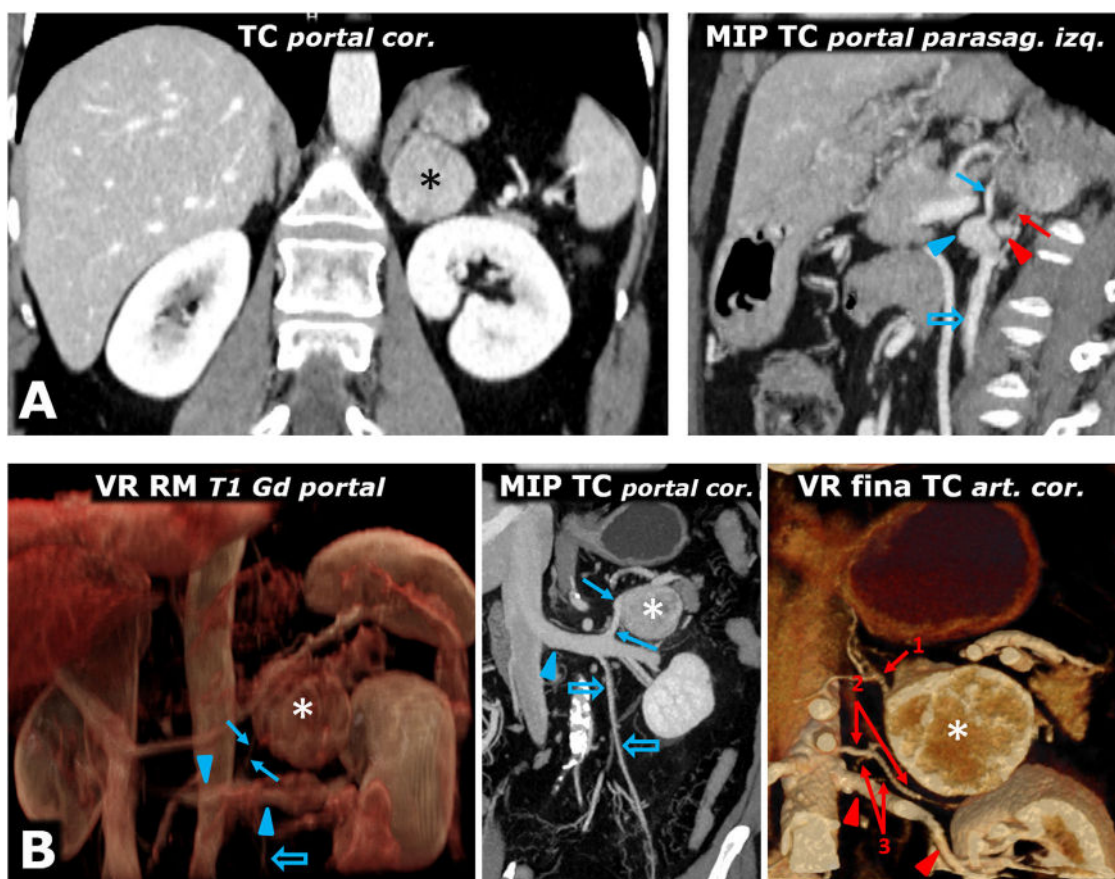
Ayuda en la planificación quirúrgica. A) Mujer de 57 años. Hallazgo incidental en ecografía (no mostrada) por hematuria de masa adrenal izquierda sólida (*) bien delimitada de 38 mm en la adrenal izquierda, con realce intenso y lavado tardío similar al del adenoma (no mostrado). El estudio de catecolaminas fue patológico, decidiéndose intervención. Poco antes de la cirugía laparoscópica se revisa con los cirujanos la anatomía vascular, localizando las arterias adrenales superior (casi siempre rama de la frénica inferior), media (normalmente rama directa de la aorta) e inferior (flecha roja; en general rama de arteria renal ipsilateral), así como la vena adrenal (flecha azul; normalmente única y afluente de la vena renal en el lado izquierdo y de la cava inferior en el derecho) y todos los detalles anatómicos pertinentes. Cabeza de flecha roja: arteria renal izquierda. Cabeza de flecha azul: vena renal izquierda. Flecha hueca azul: vena ovárica izquierda. Se realizó resección laparoscópica sin incidencias. El tumor tenía criterios histológicos de agresividad (puntuación de 6 en la escala PASS). B) Varón de 73 años con HTA grado II. La reconstrucción volumétrica de la RM muestra las relaciones entre el feocromocitoma adrenal izquierdo (*), la vena adrenal (flecha azul) y la vena renal izquierda en la que desemboca (cabezas de flecha azul). Flecha hueca azul: vena espermática. Las reconstrucciones con TC aportan detalles anatómicos más precisos para la planificación quirúrgica. Flechas rojas: arterias adrenales izquierdas: 1: superior; 2: media, y 3: inferior (2 arterias como variante anatómica). Cabezas de flecha rojas: arteria renal izquierda.
